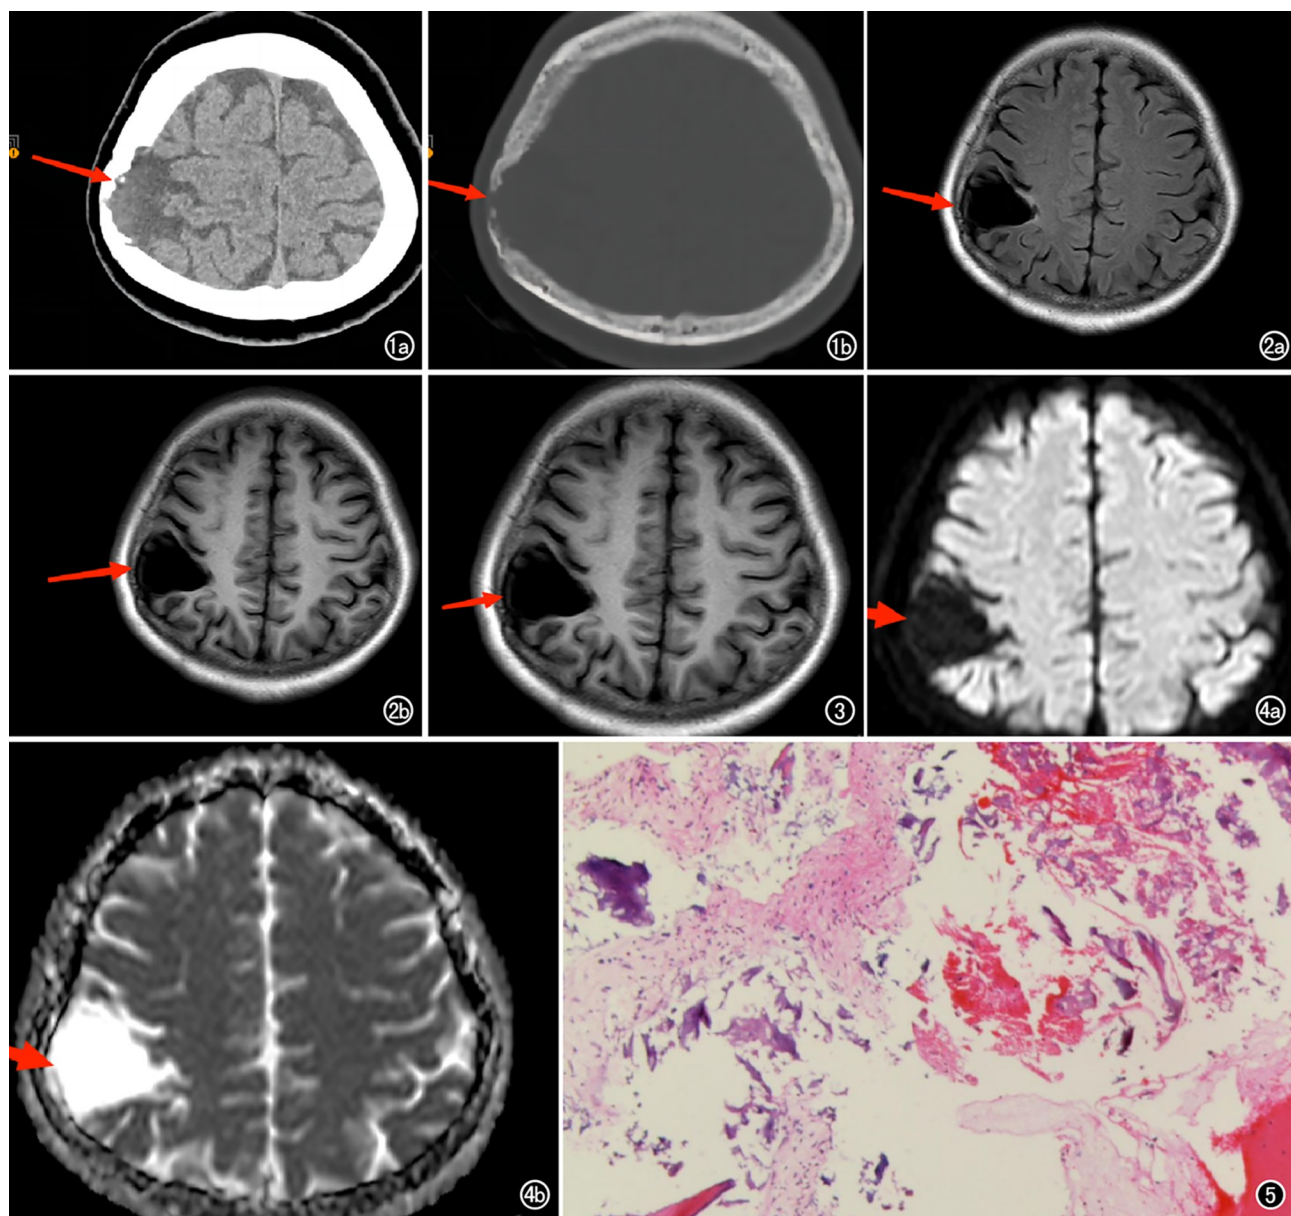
CT 平扫。a)软组织窗示右侧额顶叶囊片状低密度影;b)骨窗示邻近部分骨皮质变薄、狭窄。
